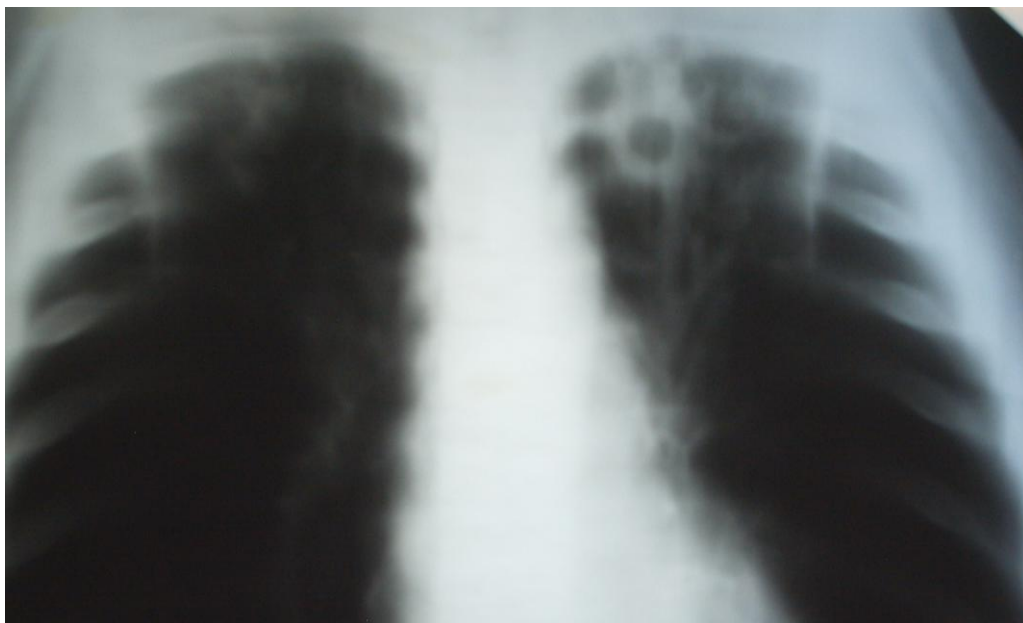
Томограмма легких (прямая, срез 9 см). Инфильтративный туберкулез S_{I-II} левого легкого в фазе распада, обсеменения (округлый инфильтрат с распадом).
